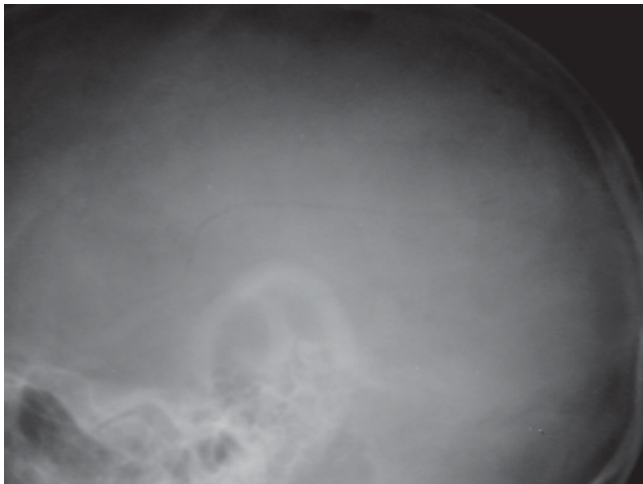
Radiografía lateral del cráneo donde se observa fractura lineal.
